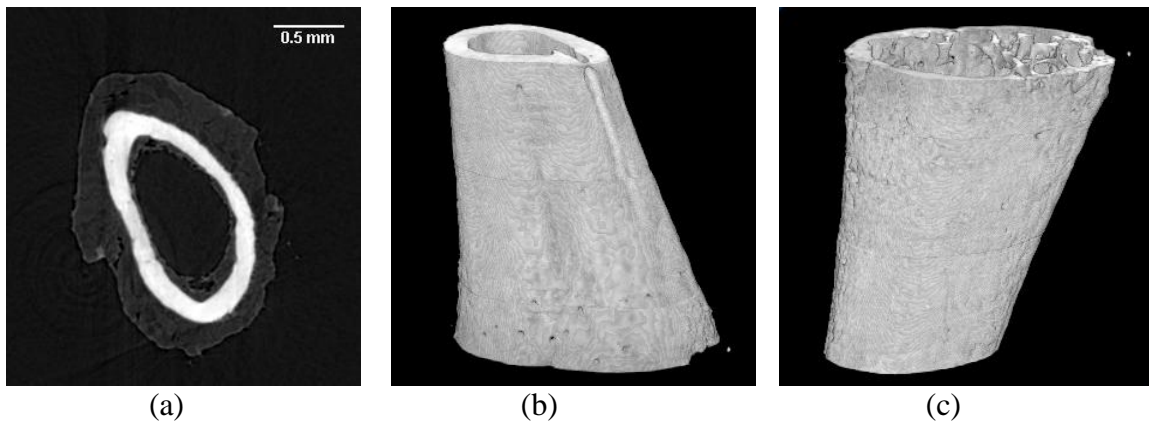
Microtomografia computadorizada de uma amostra dorsal do grupo Fot-2. (a) slice central; (b) e (c) imagens 3D em diferentes orientações.
